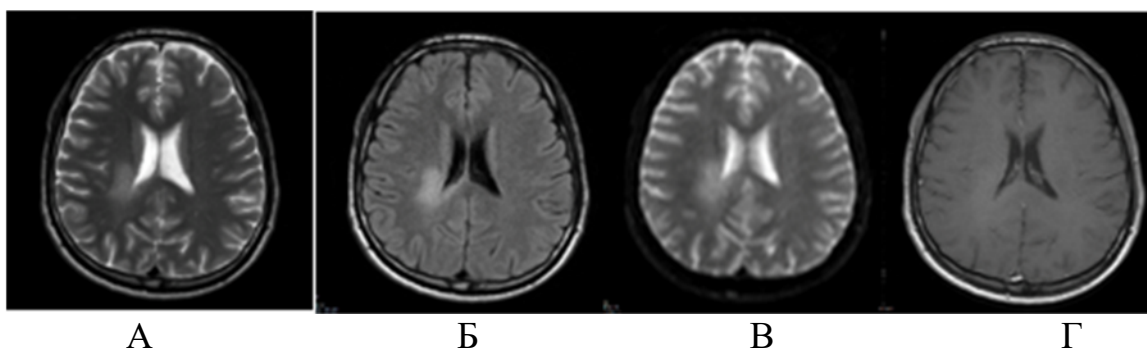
МРТ пациента до операции А – T2WI, Б – T2-FLAIR, В – DWI, Г – T1WI с контрастным усилением
